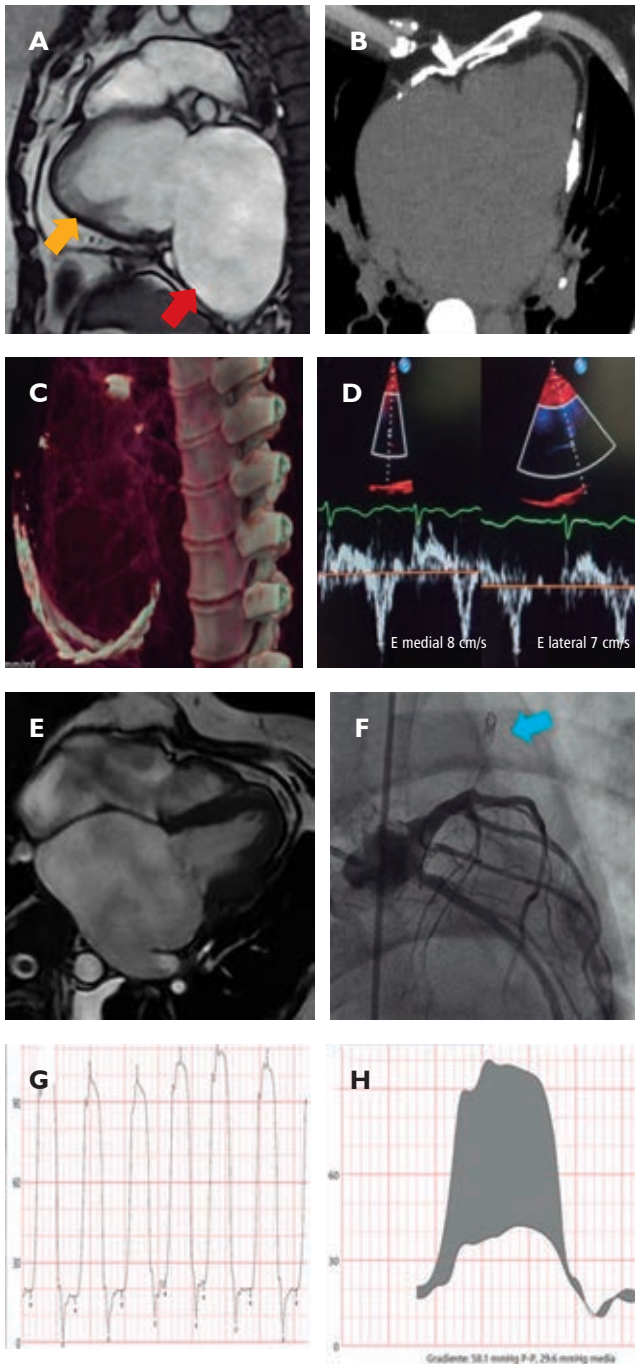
A) RM engrosamiento pericárdico (flecha amarilla) y dilatación aneurismática de AD (flecha roja). B) TC calcificación pericárdica. C) Reconstrucción 3D de TC con calcificación pericárdica biventricular. D) Doppler tisular con *annulus reversus*. E) RM dilatación aneurismática biauricular con ventrículos pequeños. F) Stent abandonado en espacio pericárdico. G) Curva de presión del VI con signo de raíz cuadrada. H) Ecuilización de presiones telediastólicas de VI y VD.
